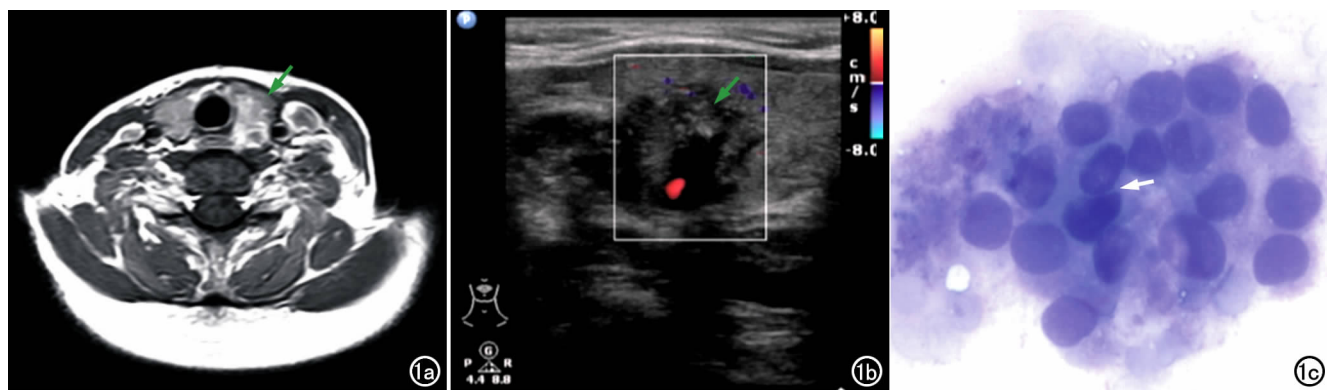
甲状腺乳头状癌。a) MRI 增强扫描示甲状腺左侧叶内结节样病灶(箭),中央区域呈不均匀中等强化,结节形态不规整,边界模糊,MRI 提示甲状腺左侧叶恶性病变可疑; b) 进一步行超声检查,于甲状腺左侧叶内探及一实质性低回声病灶,形态不规则,内部回声不均匀,可见少许血流信号和成簇分布的微小钙化斑(箭),超声检查提示甲状腺左侧叶乳头状癌可疑; c) 甲状腺左侧叶可疑病灶行 US-G FNAB,细胞学涂片检查镜下示滤泡细胞拥挤(箭)、重叠,排列成微滤泡结构,提示 Bethesda 分类 IV 类,性质未定。
